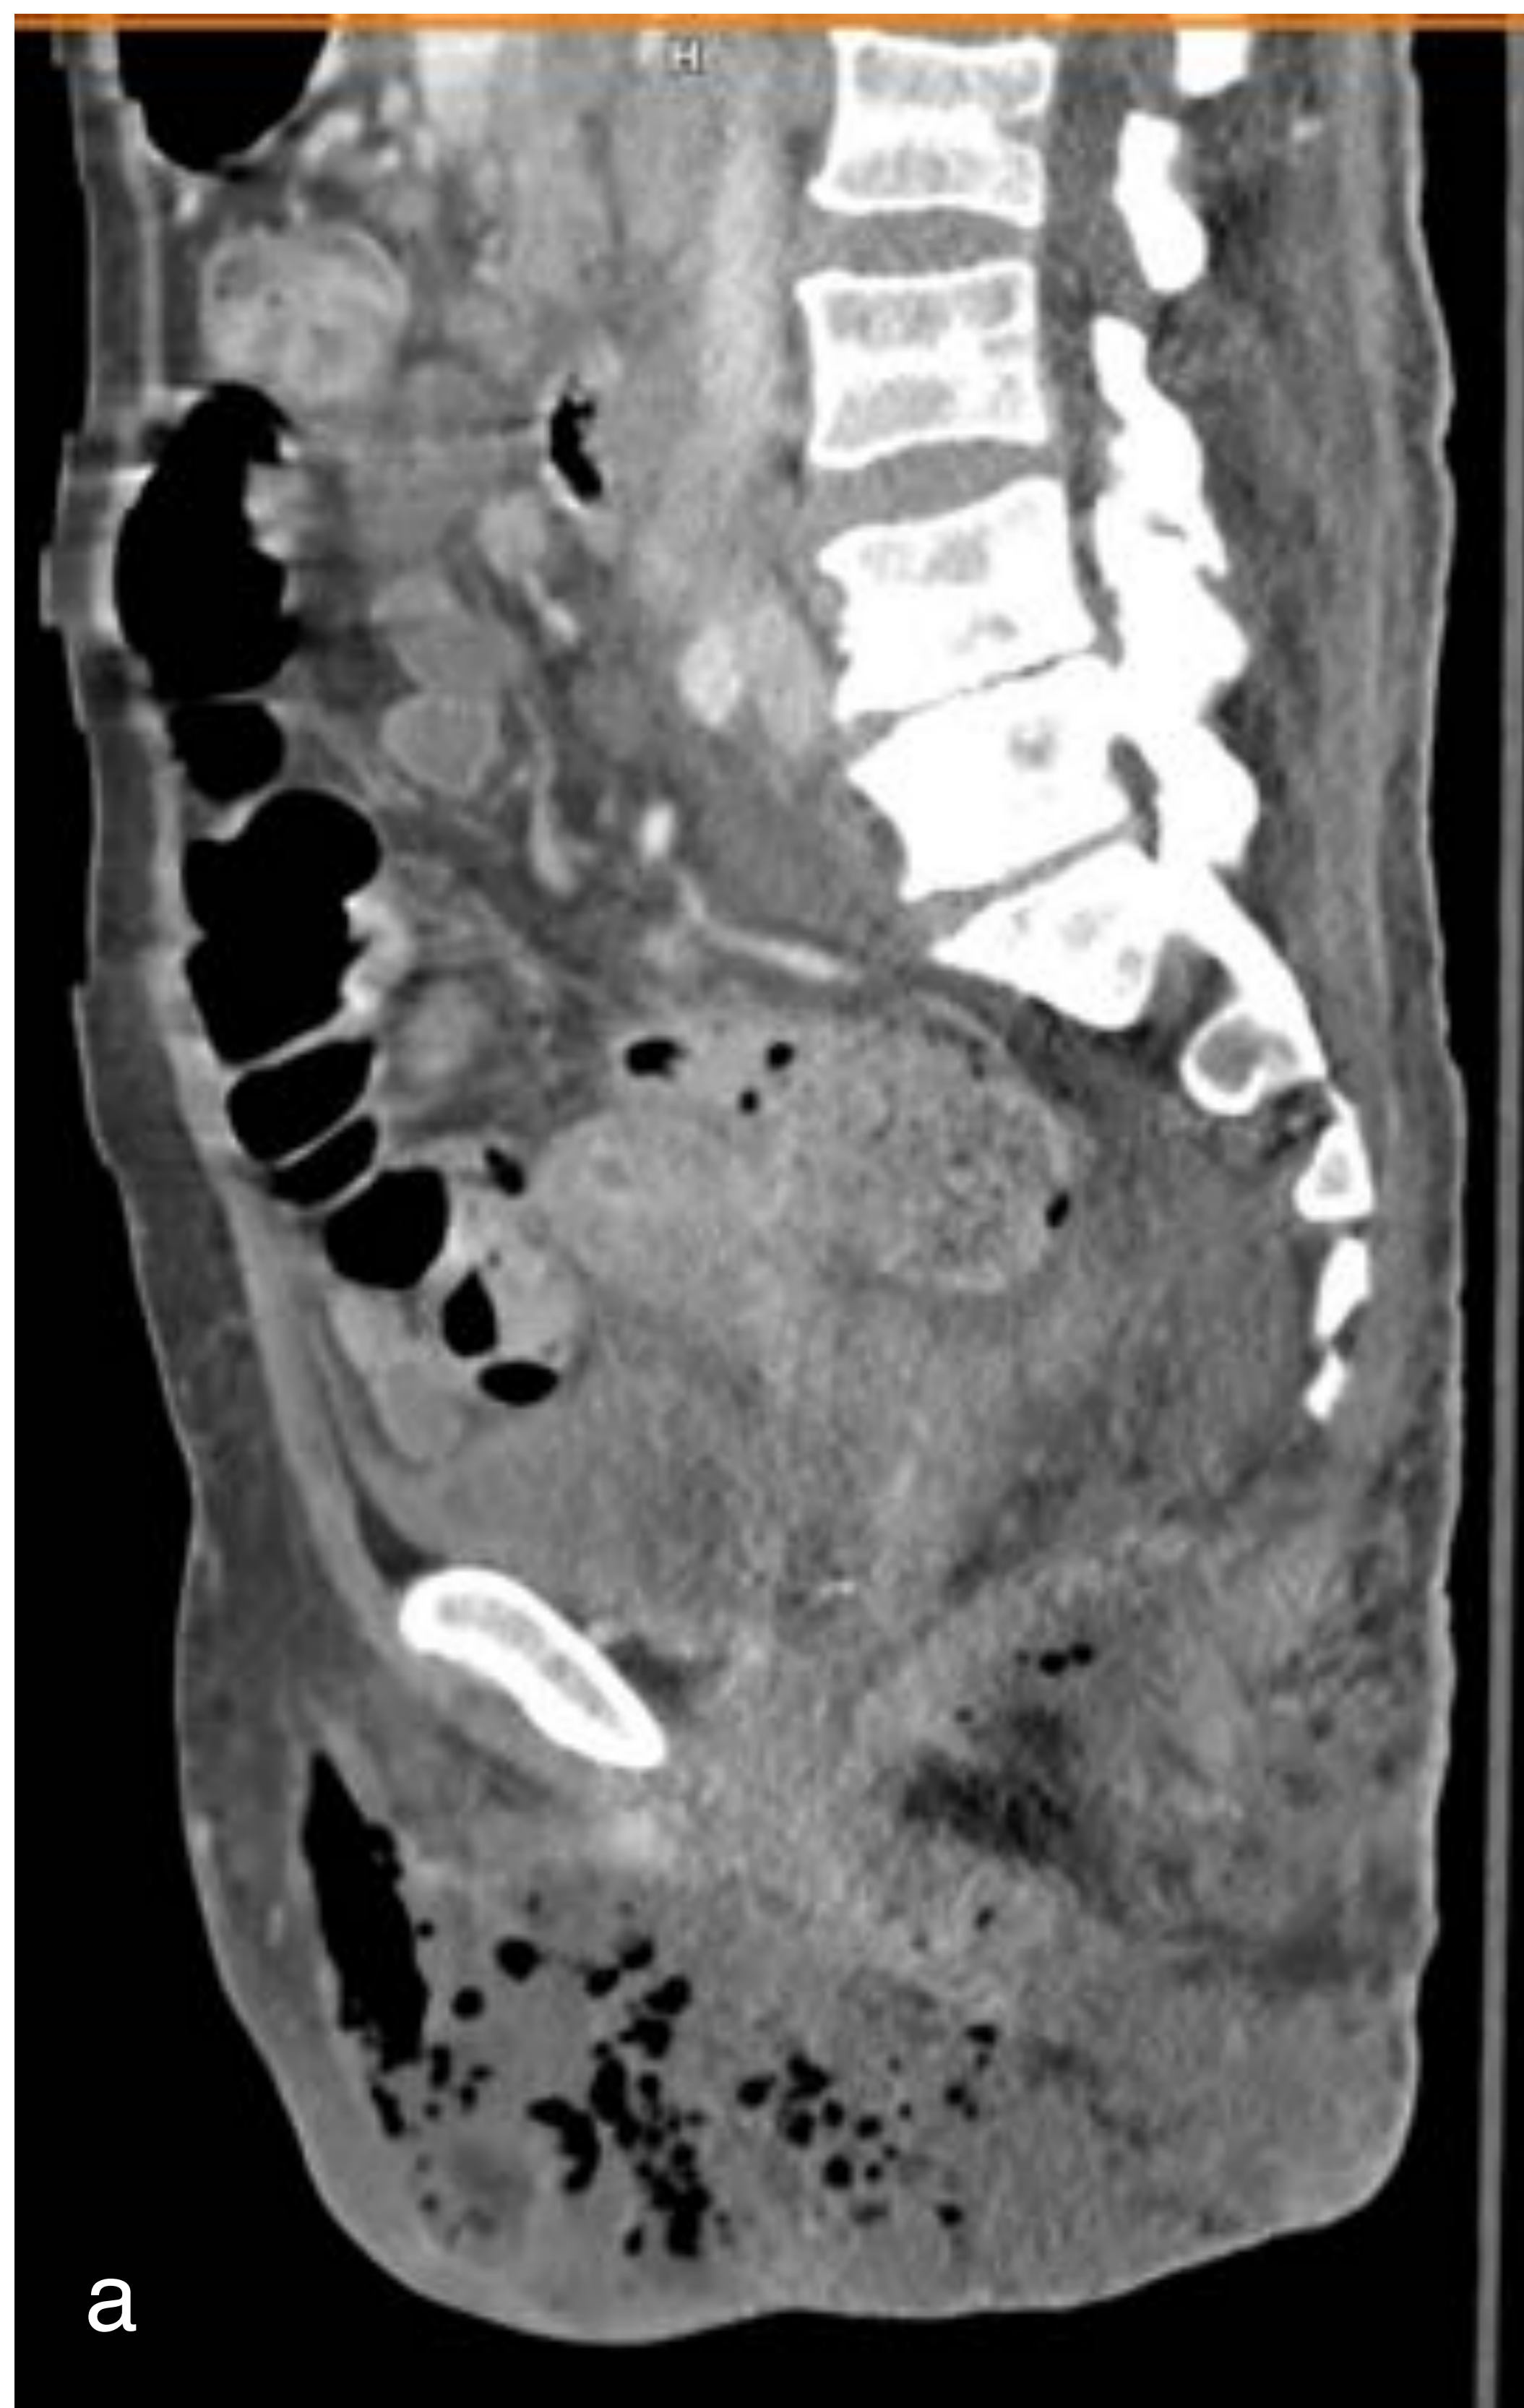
paciente de 65 años, DM tipo 2 mal controlada. En exploración, fístula perianal, con celulitis de la zona perineal y crepitación. TC, ventana de partes blandas, planos sagital (a) y axiales (b,c): cambios inflamatorios en tejido subcutáneo y planos grasos profundos, con burbujas de gas en planos fasciales y varias colecciones en planos blandos con presencia de gas, en relación con gangrena de Fournier.
